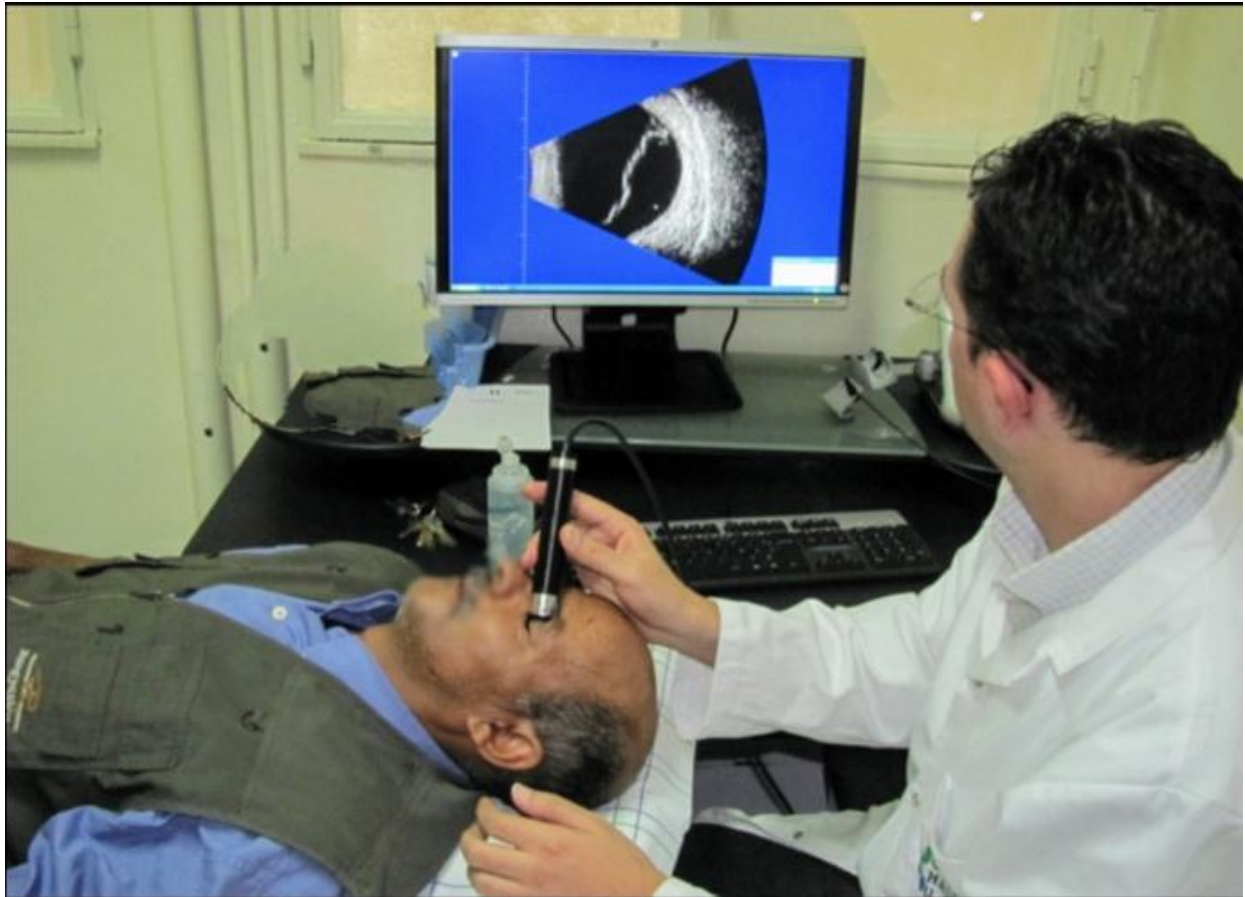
Échographie oculaire
